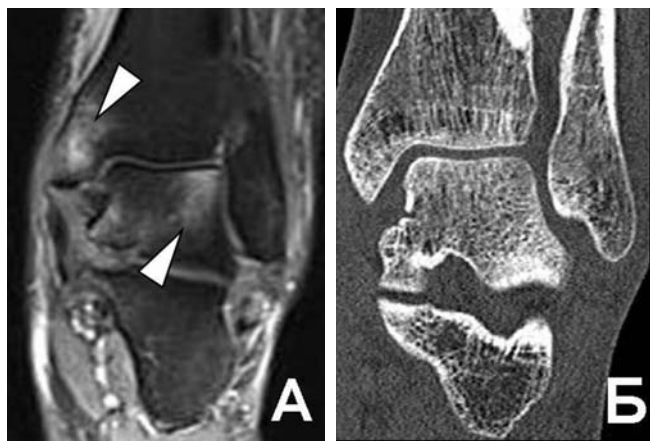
Контузия кости, 7-е сутки после травмы. А: FS PD FSE томограмма в коронарной проекции отображает зоны повышения сигнала костного мозга в области медиальной лодыжки и блока таранной кости (треугольные стрелки). Б: на компьютерной томограмме в коронарной проекции нарушения целостности костной структуры не выявляется.
